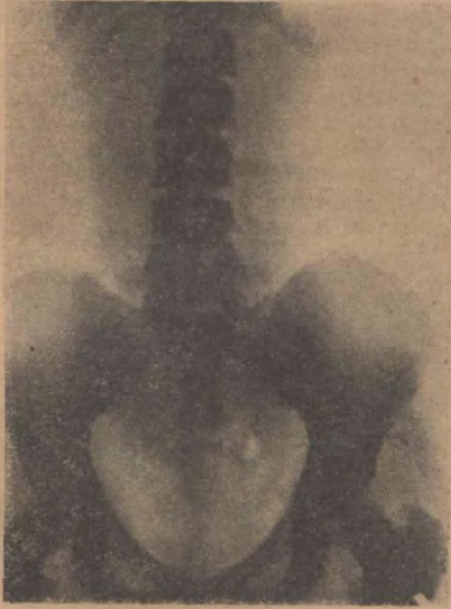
a): Radiografía directa.
